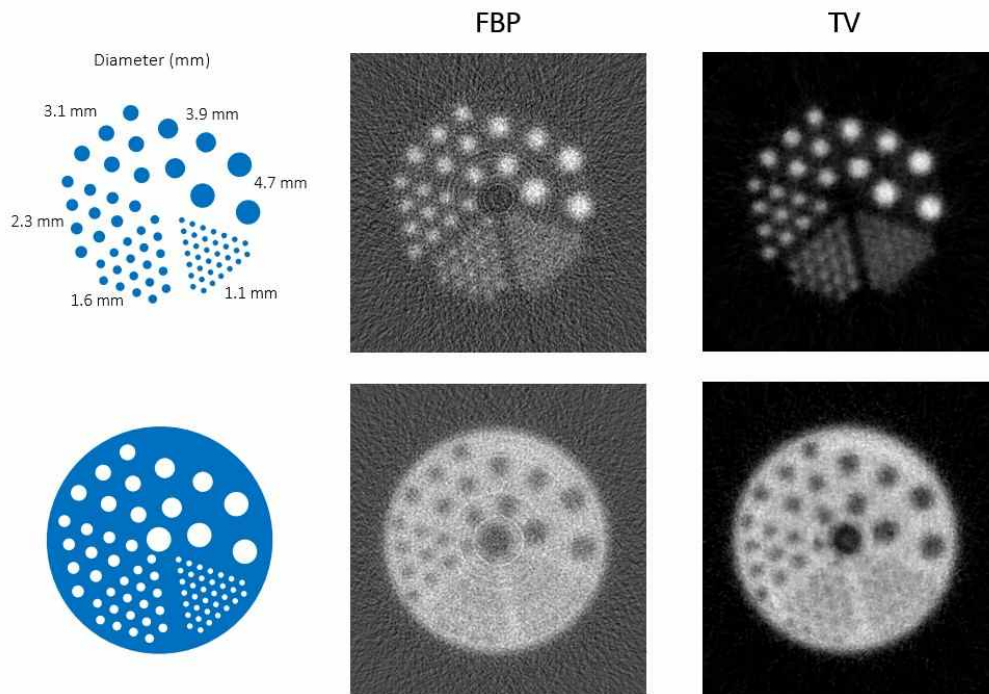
역투사방식(FBP) 알고리즘과 TV 알고리즘을 사용하여 획득한 단층영상
